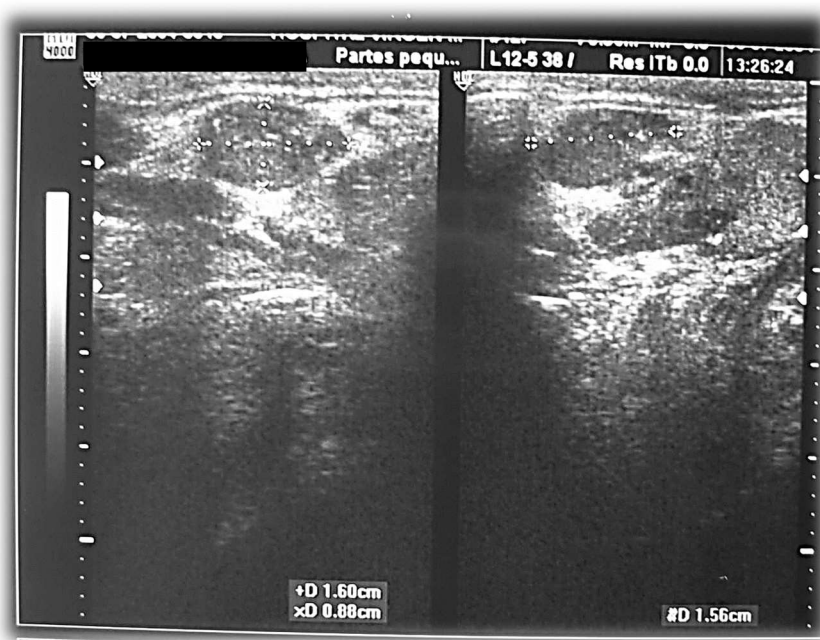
Detalle de una imagen de adenopatías heterogéneas en una ecografía.
